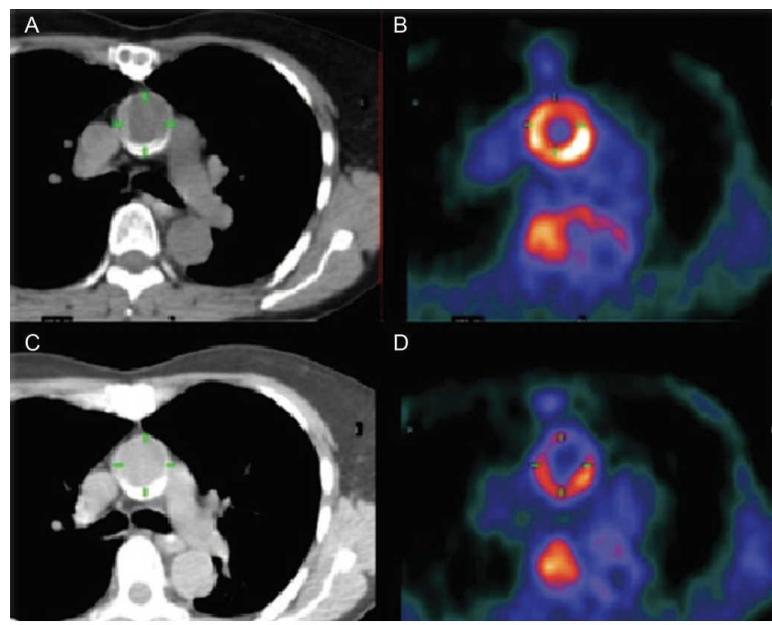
Imagen híbrida: La combinación de dos tecnologías de la imagen, llamada co-registración, imagen de fusión o imagen híbrida, permite visualizar la información proporcionada por dos tipos diferentes de imágenes en un solo set. PET/CT y SPECT/CT, la combinación de PET o SPECT con la TAC (CT), se han convertido en técnicas diagnósticas de uso cotidiano al proporcionar información detallada tanto de la anatomía como de la funcionalidad de órganos y tejidos. Nuevos tipos de imagen híbrida están en uso o en desarrollo, como la PET/RMN, la PET/ecografía, y varias técnicas ópticas combinadas con tecnologías de imagen convencional.
